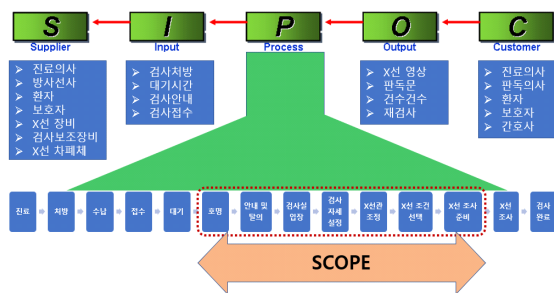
Analysis of SIPOC for diagnosis X-ray examination.
